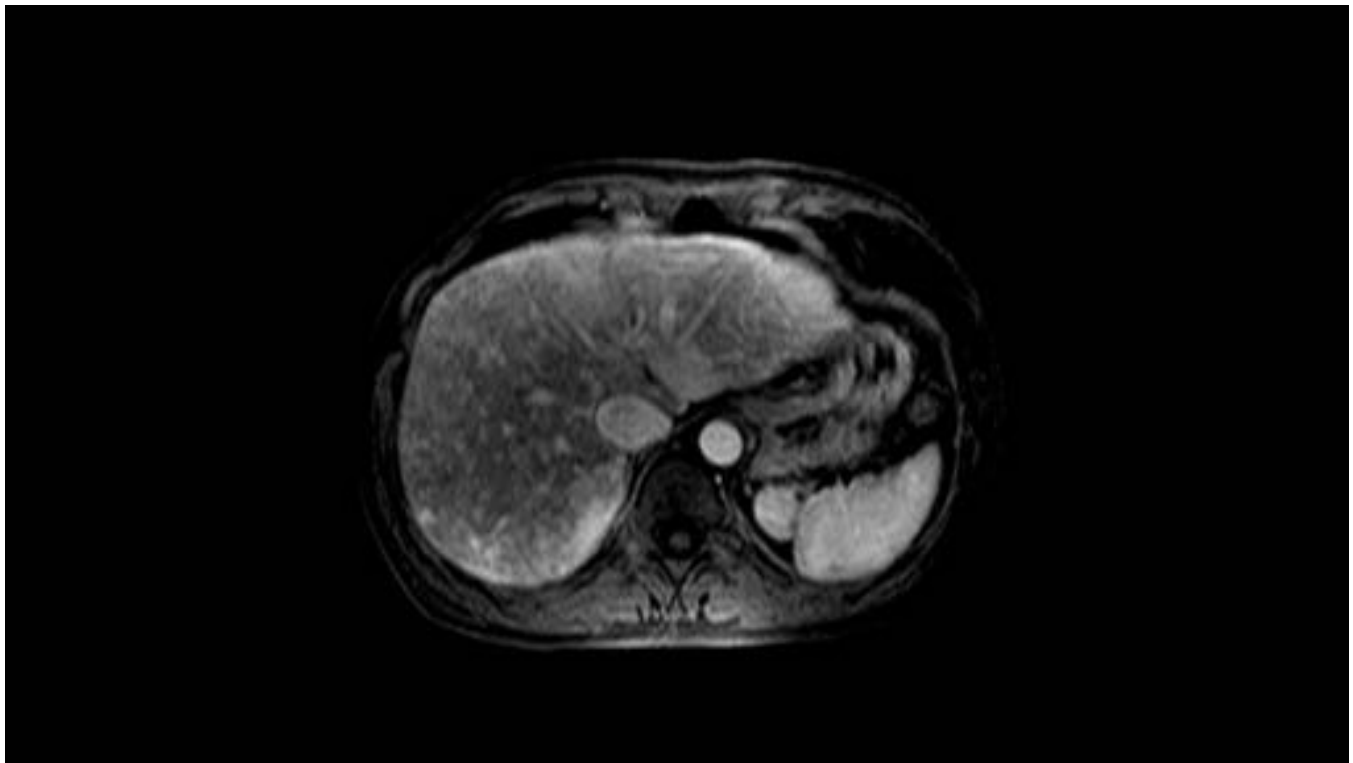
RM hepática con contraste IV en fase arterial en la que se aprecian múltiples focos hipervasculares milimétricos en relación con telangiectasias así como áreas hipervasculares periféricas o subcapsulares en relación con trastornos de la perfusión y masas vasculares confluentes.
